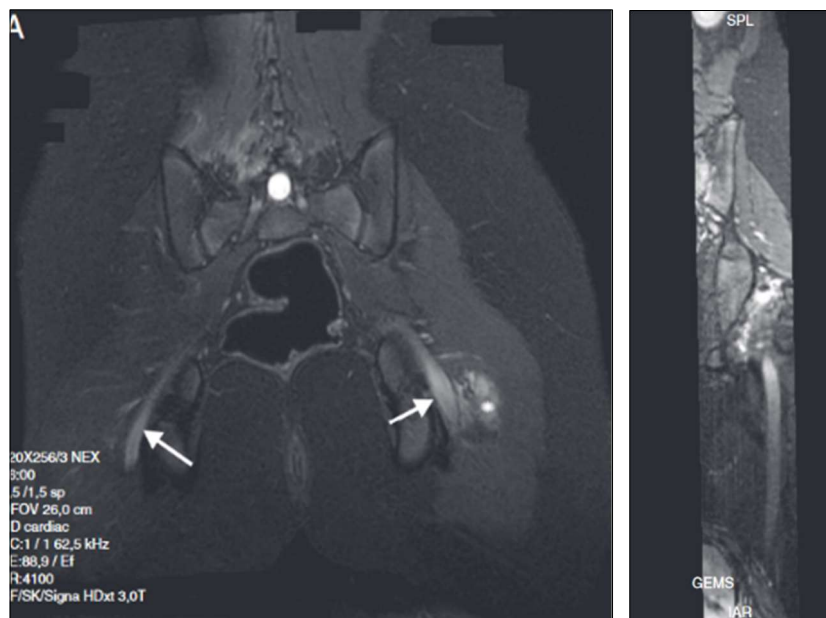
Imatge en tall coronal de RM neurografia. S'observa un augment de senyal i un engruiximent dels dos nervis ciàtics (fletxes blanques) de predomini esquerra, amb edema de les parts toves adjacents. Imatge extreta de: Cejas C, Aguilar M, Falcón L, Caneo N, Acuña MC. Neurografía por resonancia magnética de alta resolución (3Tesla) del nervio ciático. Radiología. 2013;55(3):195-202. (38)
